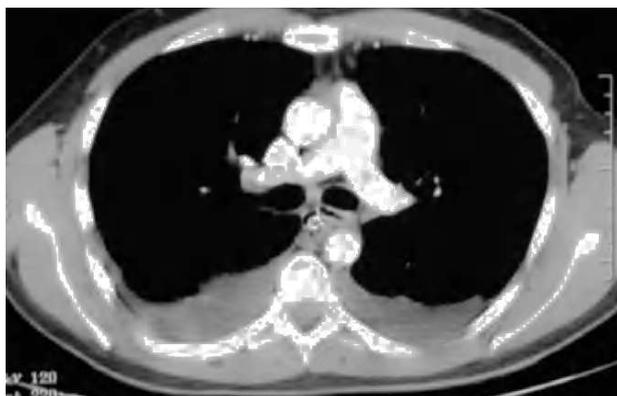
Tomografía computarizada de tórax postoperatoria donde se visualiza el tubo de drenaje torácico colocado en el mediastino posterior vía transcervical.
